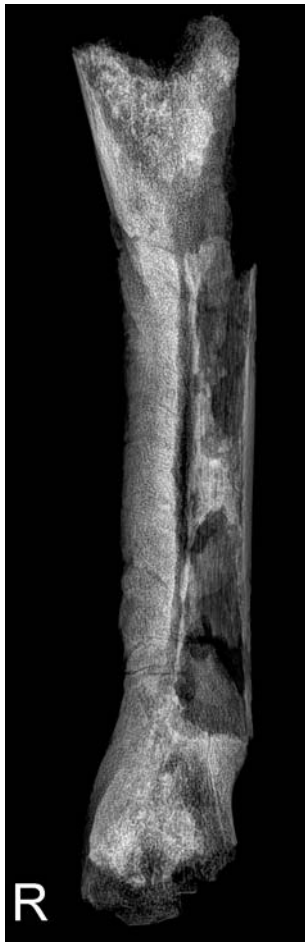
Röntgenbild der rechten Tibia in anatomischer Position (antero-posteriorer Strahlengang – ap).
